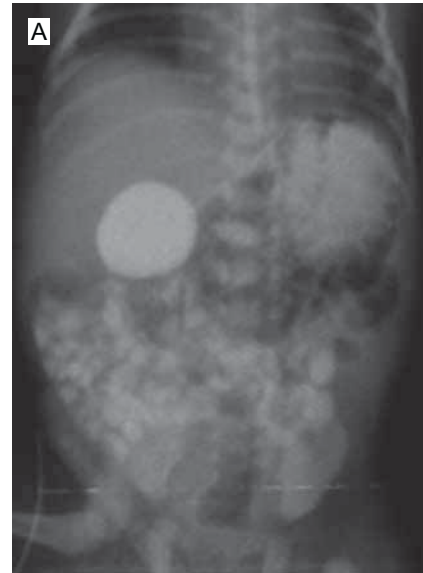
(a) Radiografía de SEG y del tránsito intestinal: se identifica distensión del estómago y del duodeno con paso gradual al intestino delgado. (b) El ultrasonido muestra la estructura ecogénica del páncreas rodeando la estructura anecoica del duodeno. (c) La tomografía muestra parte del páncreas rodeando al duodeno.
